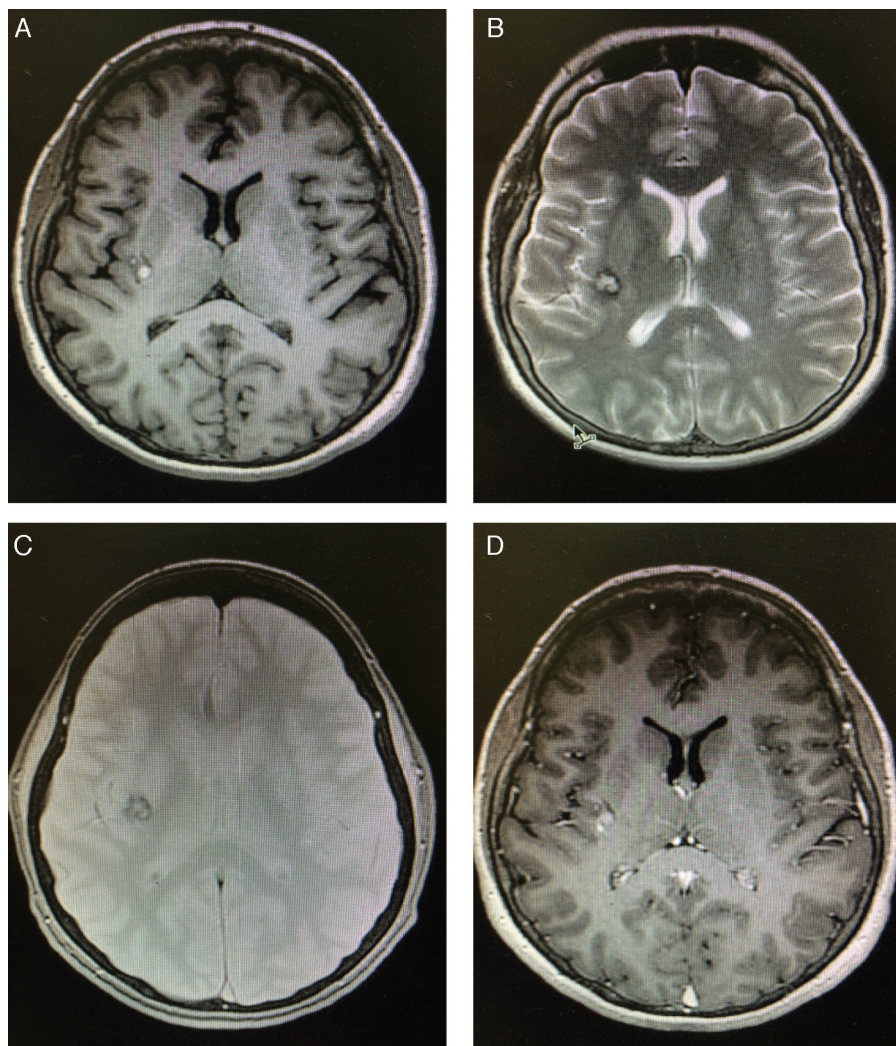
Imagen por resonancia magnética de cráneo, realizada 24 h después de su admisión al hospital. A) Imagen en secuencia T1 sin contraste, que muestra una pequeña lesión, bien circunscrita, en la ínsula derecha con hiperintensidad de señal. B) Imagen en secuencia T2 que revela hiperintensidad de señal heterogénea con anillo hipointenso que respeta la sustancia gris. C) Imagen en secuencia T1 con gadolinio, que demuestra realce homogéneo. D) Echo de gradiente que demuestra una lesión en la ínsula derecha con anillo oscuro en su periferia (hemosiderina), patrón en «palomita de maíz».
